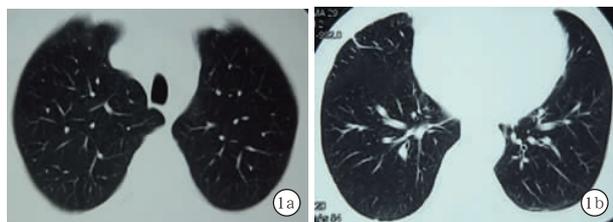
21 岁男性危重症 Q 热患者发病初期(2011-01-15)胸部 CT 上肺窗示未见异常(a)；中下肺窗示仅右上肺前段可见一胸膜下小索条影，余基本正常(b)
